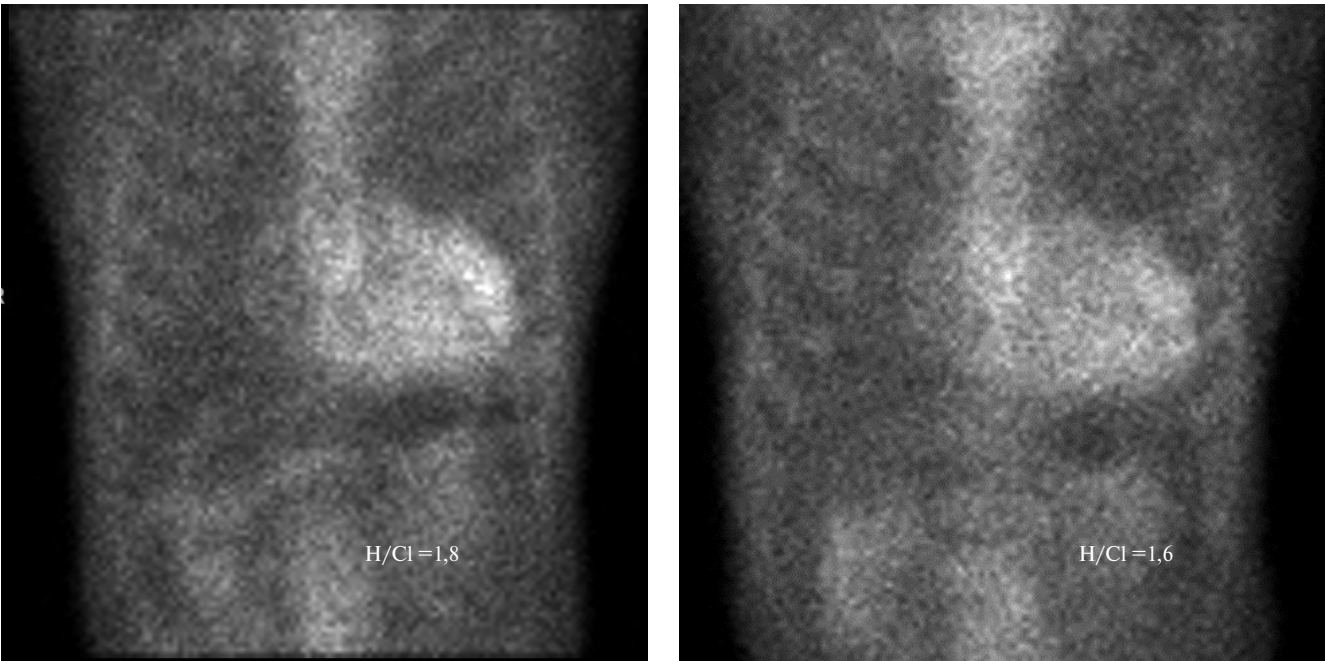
Данные планарной сцинтиграфии пациента К. исходно и через 12 мес. приема тафамидиса.
